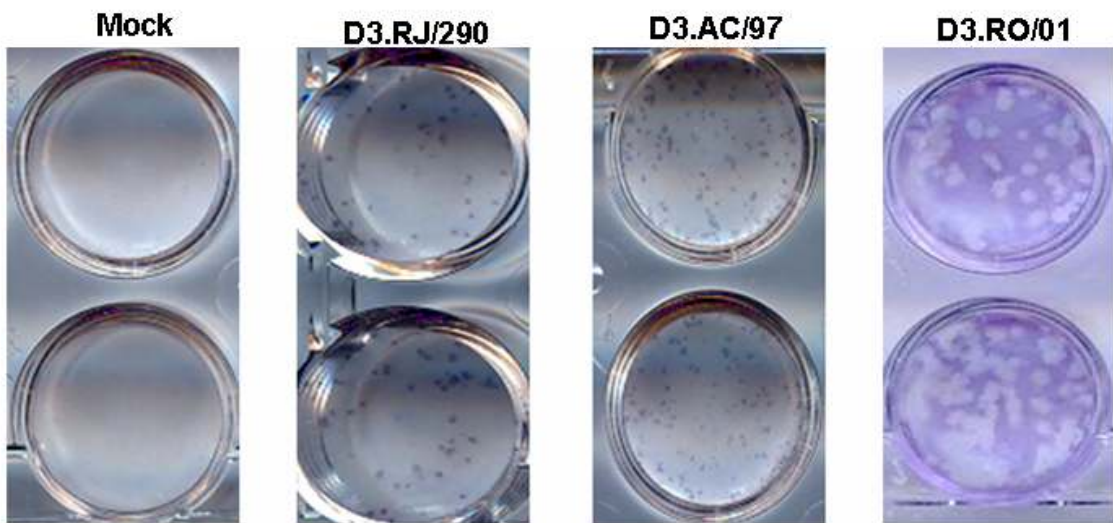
ASPECTO DAS PLACAS DE LISE PRODUZIDAS PELA AMOSTRA D3.RO/01 E DOS FOCOS DE INFECÇÃO, PROMOVIDOS PELAS AMOSTRAS D3.RJ/290 E D3.AC/97, APÓS TITULAÇÃO EM CÉLULAS C6/36
